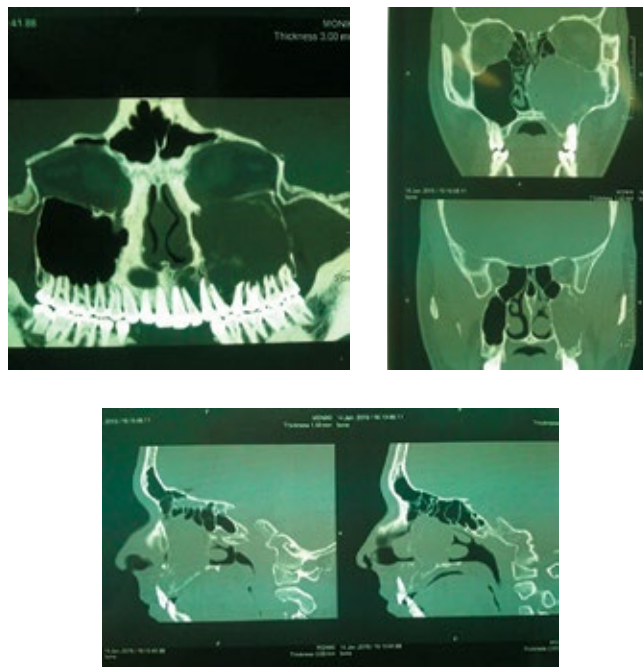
Результаты мультиспиральной компьютерной томографии обследуемого пациента
